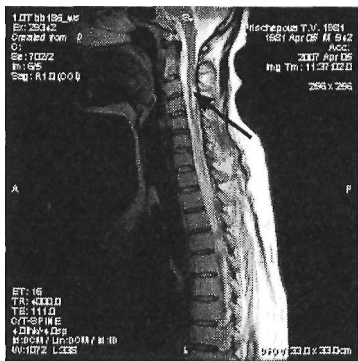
МРТ спинного мозга при БД: на уровне С3-С5 определяется очаг гиперинтенсивный в T₂ режиме
